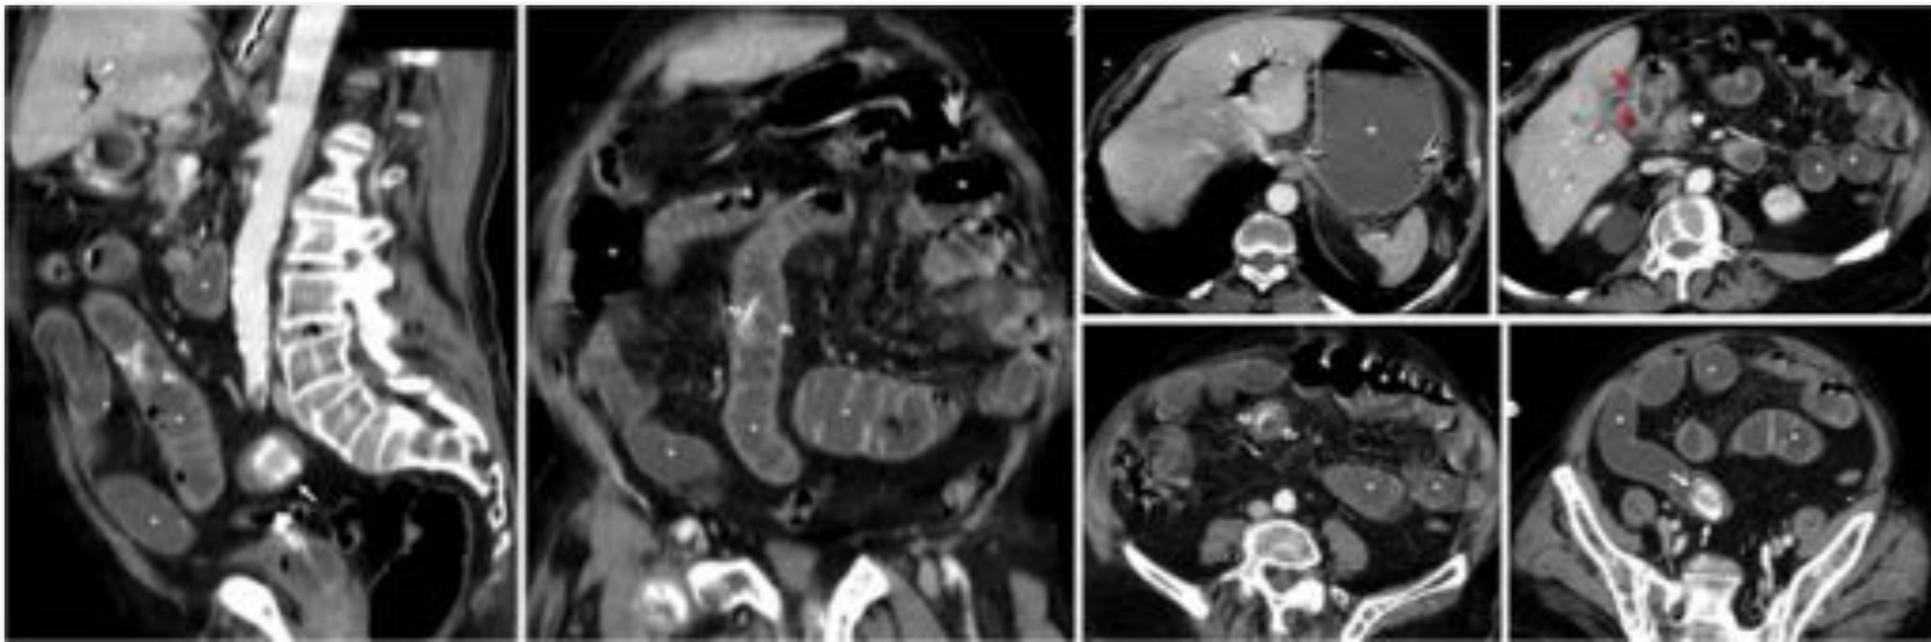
Error diagnóstico. Mujer de 88 años, pluripatológica. Vómitos, dolor abdominal y fiebre. La Rx muestra aerobilia (cabezas de flecha) y dilatación de intestino delgado (\*) con niveles en bipedestación (no mostrado), dos de los signos de la triada de Rigler. La TC muestra estos mismos hallazgos y un engrosamiento del colon derecho (flechas huecas), además de un aneurisma arteriosclerótico de la aorta abdominal infrarrenal (a). Se pasaron por alto una fístula colecisto-duodenal (flechas rojas) y una litiasis con valores de atenuación de partes blandas (flechas blancas) impactada en el íleon distal. No se le concedió valor diagnóstico a la aerobilia, a pesar de que no había ningún antecedente de intervención biliar. Tampoco se revisó suficientemente el historial radiológico de la paciente, que contaba con una ecografía antigua (imagen inferior a la derecha) en la que se apreciaba una voluminosa coledistolitiasis (flechas blancas). El diagnóstico fue de colitis derecha de origen probablemente isquémico. La paciente no fue sometida a intervención quirúrgica y mejoró progresivamente, lo que indica que se resolvió el cuadro de íleo biliar por el paso espontáneo de la litiasis. Véase también el VÍDEO.
